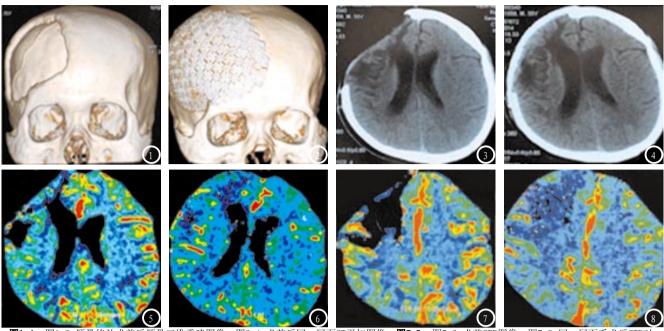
图1-2 颅骨修补术前后颅骨三维重建图像。图3-4 术前后同一层面CT平扫图像。图5-8 图5-6 术前CTP图像。图7-8 同一层面手术后CTP对比图像
